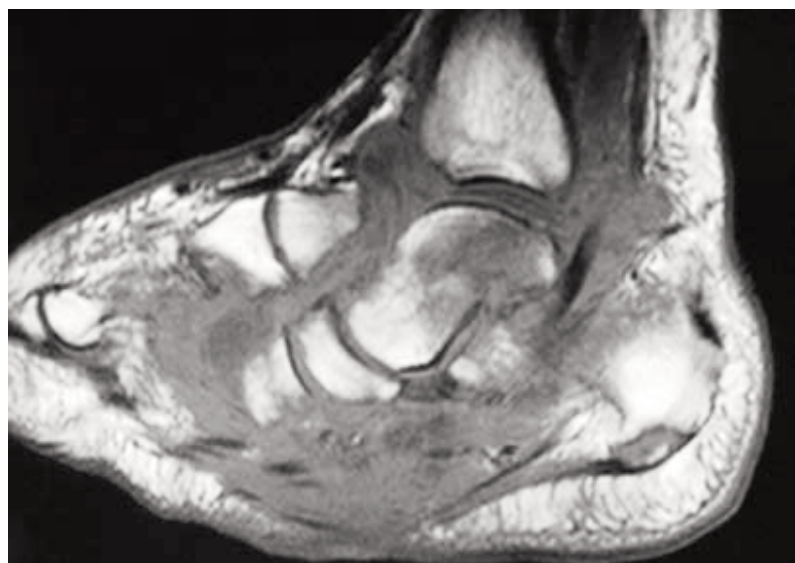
Ressonância magnética nuclear em um pé com neuroartropatia de Charcot estagio 2. Aprecia-se uma destruição da articulação tarso-metatarsiana com luxação dorsal da primeira cunha e uma severa afetação e tumefação das partes brandas.
